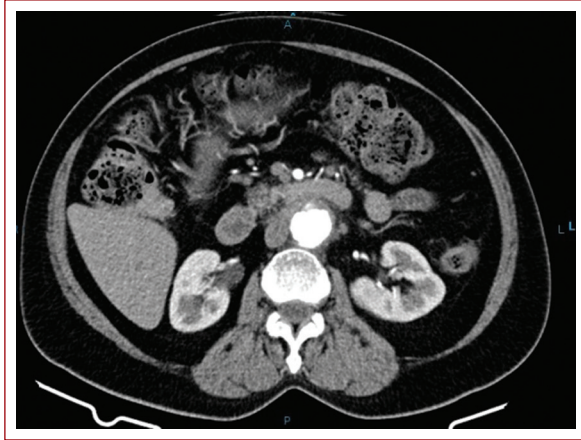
Corte axial de tomografía computarizada abdominal con contraste en fase arterial, donde se observa pseudoaneurisma de aorta abdominal de 31.4 x 27.2 mm.
